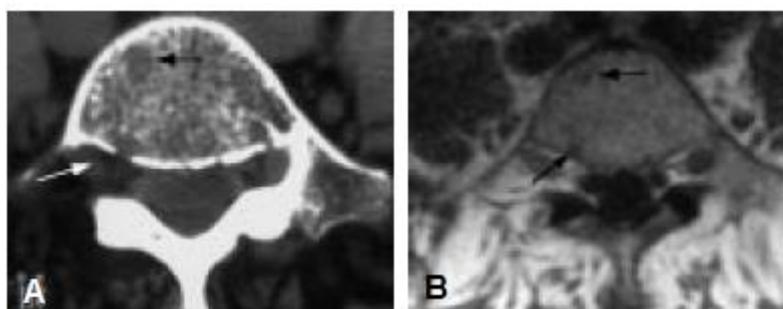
A. Coupe tomodensitométrique de la vertèbre L5 montrant deux foyers d'ostéolyse, B. Coupe en IRM de la même vertèbre montrant également les deux petits foyers de remplacement médullaire (32)
